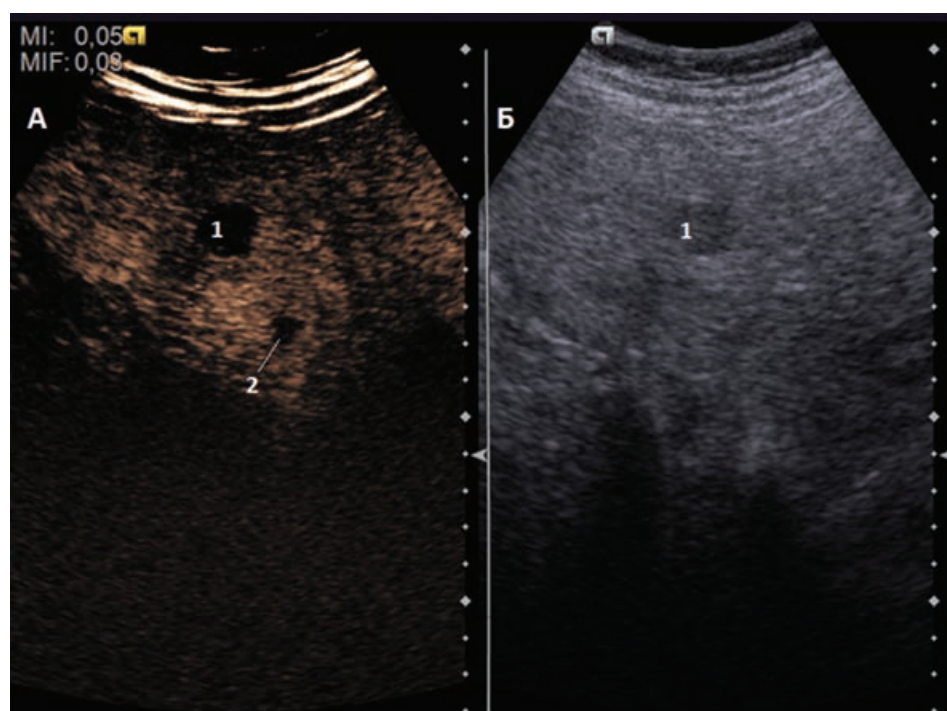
УЗИ печени с контрастным усилением. В серошкальном В-режиме (Б) и в режиме контрастного усиления (А) визуализируется метастатический очаг (1). При исследовании в режиме контрастного усиления определяется дополнительный метастаз (2), который не визуализировался в В-режиме
